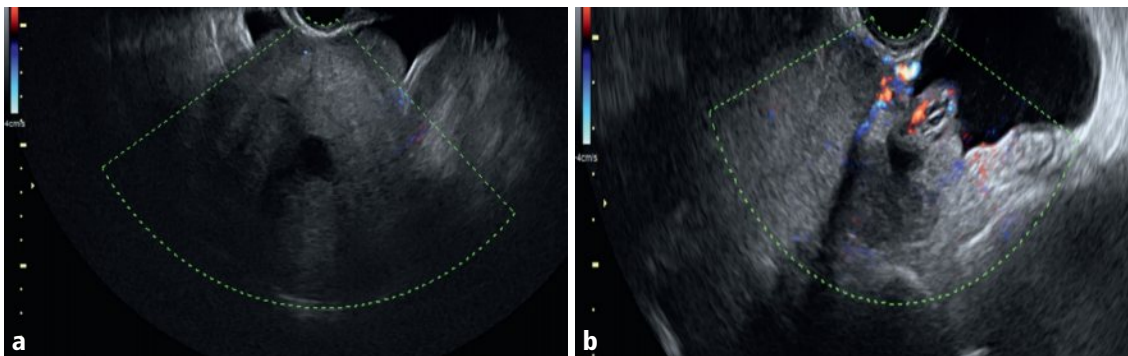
a, b Annexe droite, dans les plans axial (a) et sagittal (b), en mode Doppler couleur.
